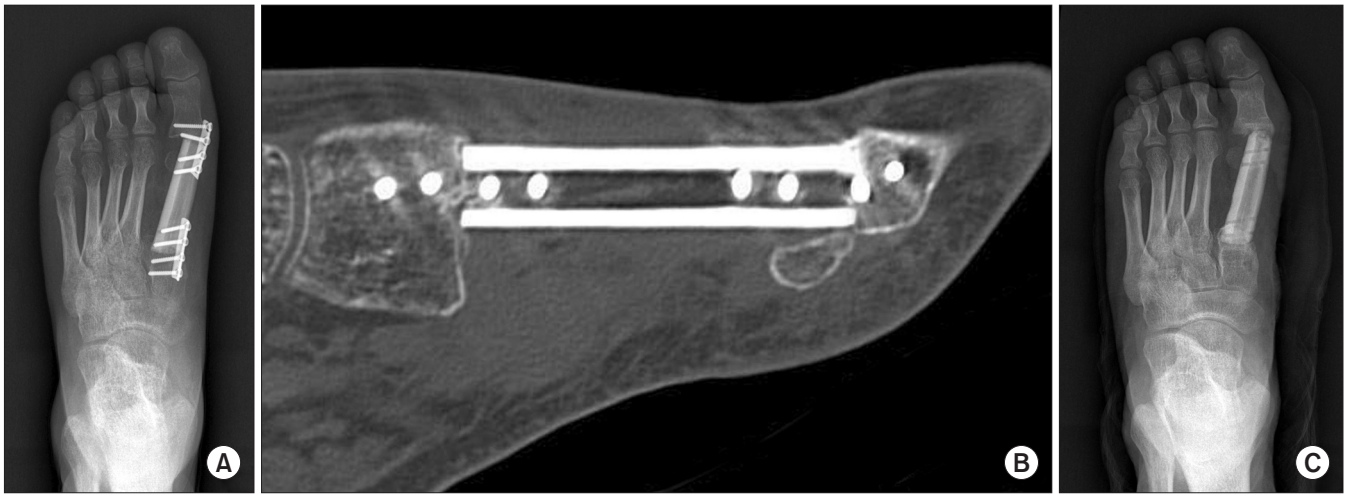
(A, B) Plain radiograph and computed tomography scan showing good maintenance and incorporation of the graft between both sides at postoperative 6 months. (C) Plain radiograph showing implant removal at postoperative 18 months. Sound incorporations between the fibula graft and host bones (medial cuneiform and proximal phalanx) were visible.
